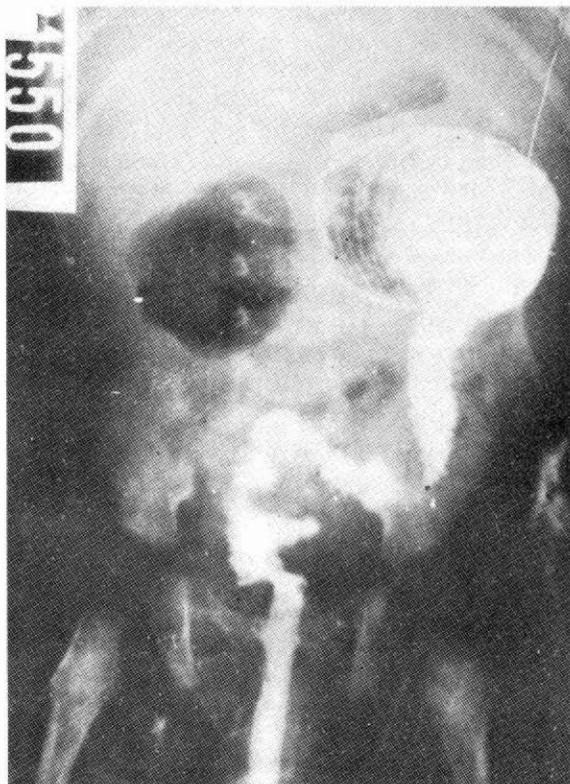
Radiografía de colon contrastada. Extensa zona aganglionar (colon descendente, sigmoide y recto). Dilatación "supraestenótica". Enfermedad de Hirschprung.
